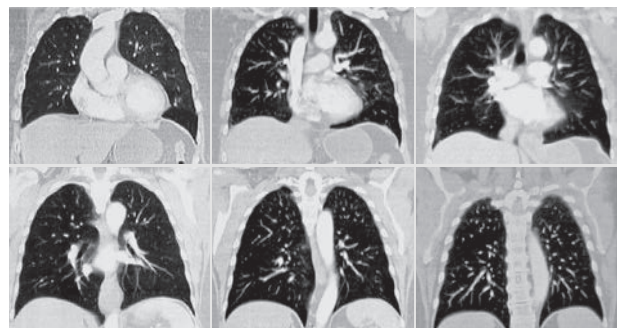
Комп'ютерна томографія органів грудної порожнини через 6 міс після операції
